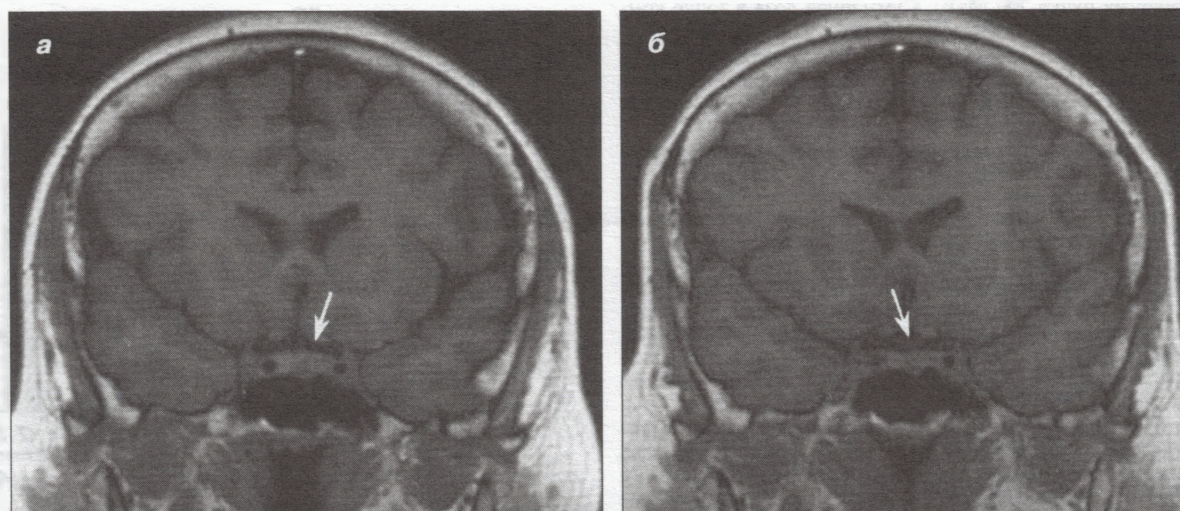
Изменения МРТ-картины после протонотерапии у пациентов с БИК.
